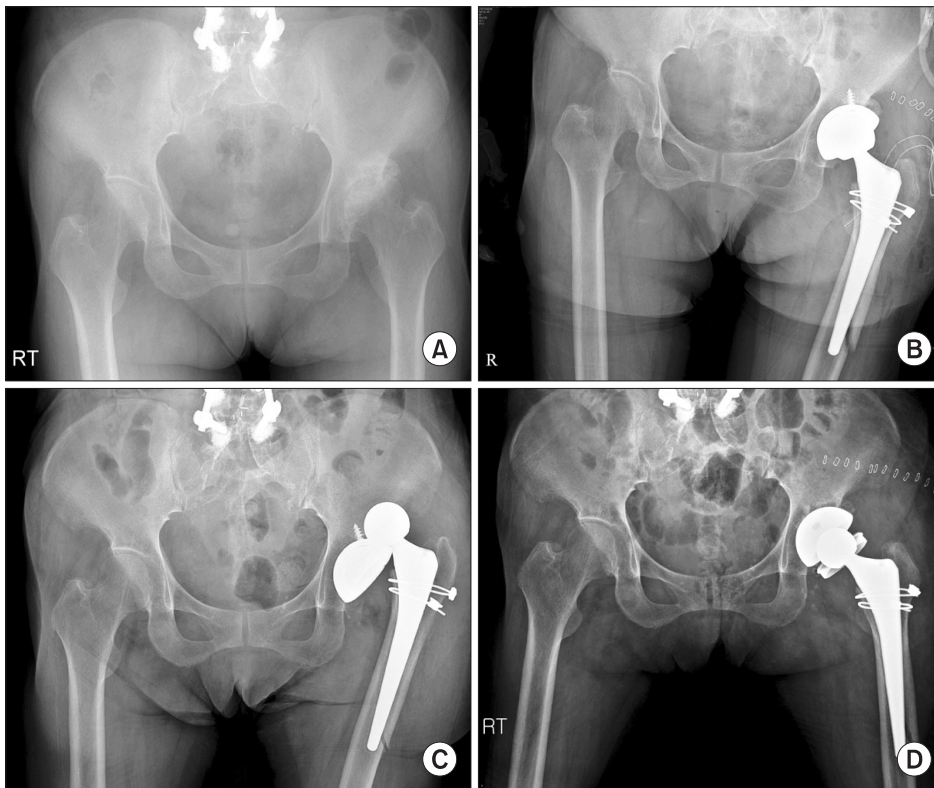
Radiographs of a 77-year-old woman who had diabetic nephropathy undergoing hemodialysis treated with left total hip arthroplasty. (A) Preoperative radiograph shows left hip osteoarthritis. (B) Immediate postoperative radiograph shows missed intraoperative periprosthetic fracture around distal portion of the stem. (C) After 2 months of treating with long leg brace, callus formation was obtained. But after removal of brace, the patient had recurrent dislocation. (D) Revision arthroplasty was done changing the liner to a constrained liner.
